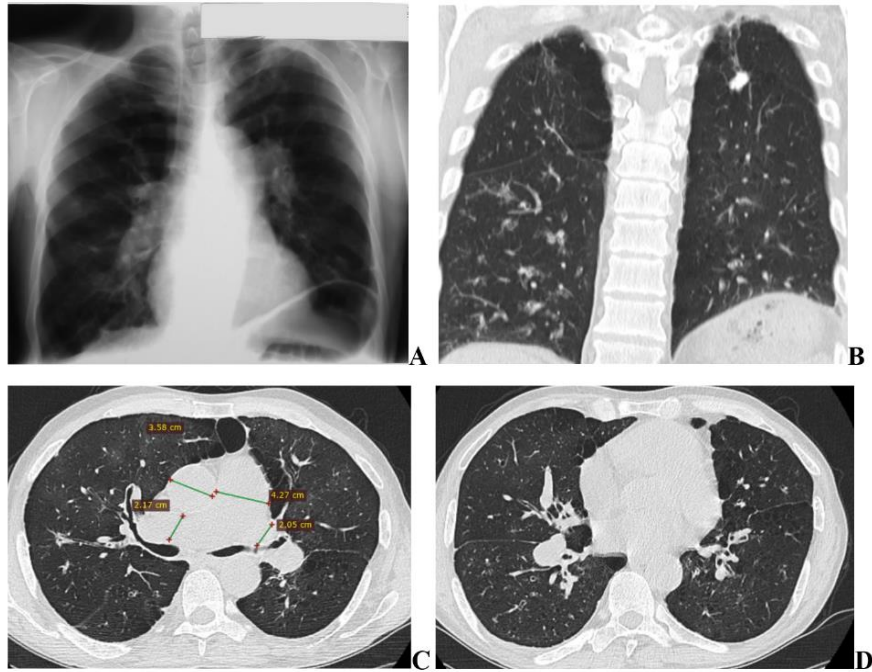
Radiografia și imaginile HRCT cutiei toracice la un pacient cu BPOC, bronșiectazii, sechele posttbc și hipertensiune pulmonară severă
